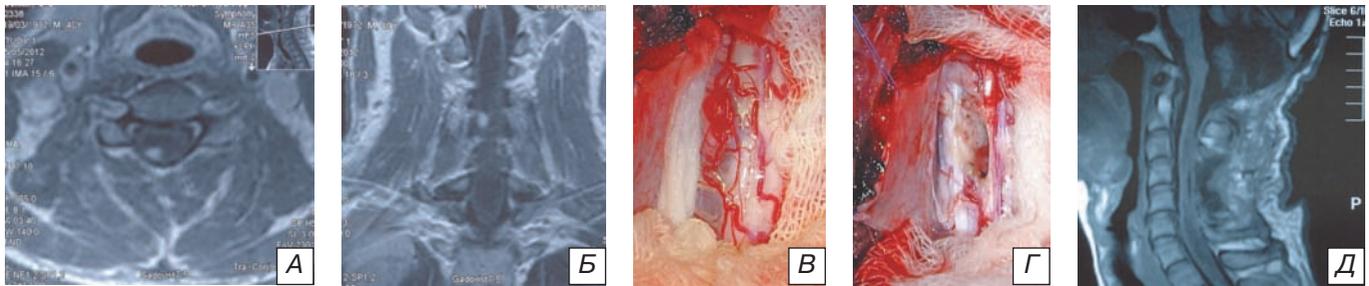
Небольшая гемангиобластома шейного отдела спинного мозга диаметром 3 мм, расположенная дорсально-латерально в проекции DREZ-зоны справа: а) МРТ-исследование в режиме T1 в аксиальной плоскости с контрастированием. Опухоль представляет собой небольшое округлое образование, интенсивно накапливающее контрастное вещество, расположенное на дорсо-латеральной поверхности спинного мозга; б) МРТ-исследование в коронарной плоскости; в) интраоперационная фотография. Опухолевый узел вишневого цвета окружен гипертрофированными сосудами. DREZ-зона резко расширена и синюшна из-за кистозной трансформации мозга; г) интраоперационная фотография после удаления опухоли до ушивания арахноидальной оболочки; д) контрольное МРТ-исследование через 1 мес после удаления опухоли.
